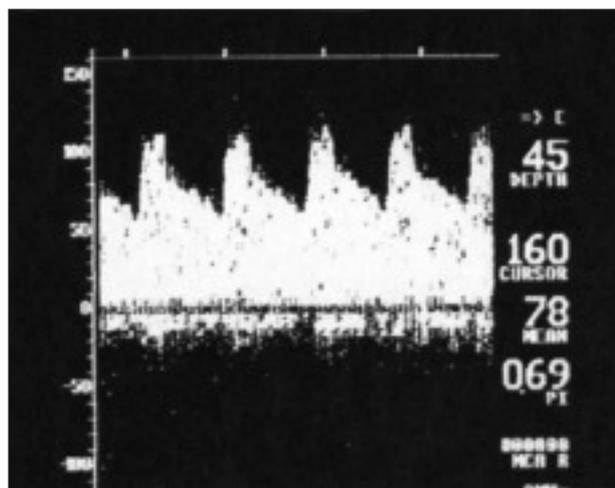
Doppler transcraneal (DTC) de arteria cerebral media de un voluntario sano. Sonograma, velocidad media e índice de pulsatilidad normal.
